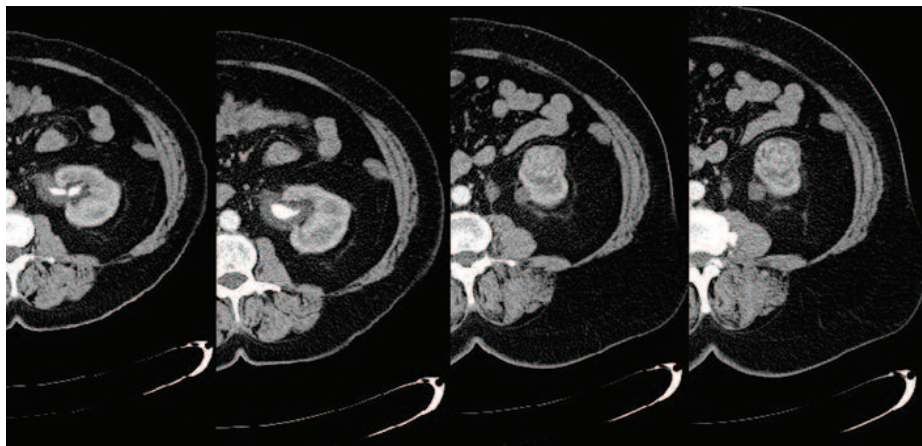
МСКТ органов брюшной полости. Коралловидный конкремент левой почки с признаками паранефрита; опухоль нижнего полюса левой почки до 4 см
